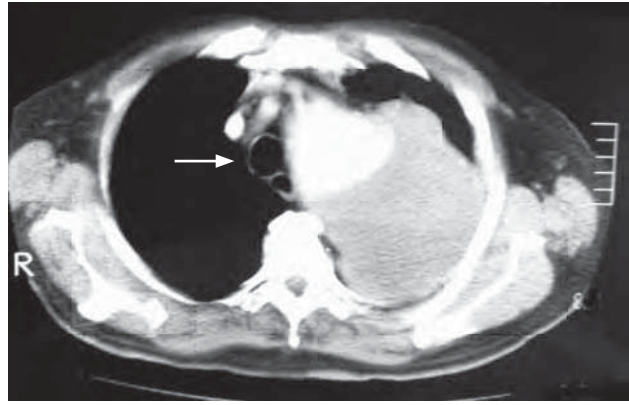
/6. Paciente de 82 años de edad que consulta por expectoración hemoptoica de dos meses de evolución. En la radiografía de tórax se constata un voluminoso aneurisma del cayado aórtico. En la TAC de tórax se comprueba que el aneurisma presenta un gran trombo mural, pero la pared libre contacta con la tráquea y el bronquio izquierdo. Al ser trasladado al departamento de cirugía, el paciente presenta una hemoptisis masiva de sangre fresca y coágulos y fallece.
